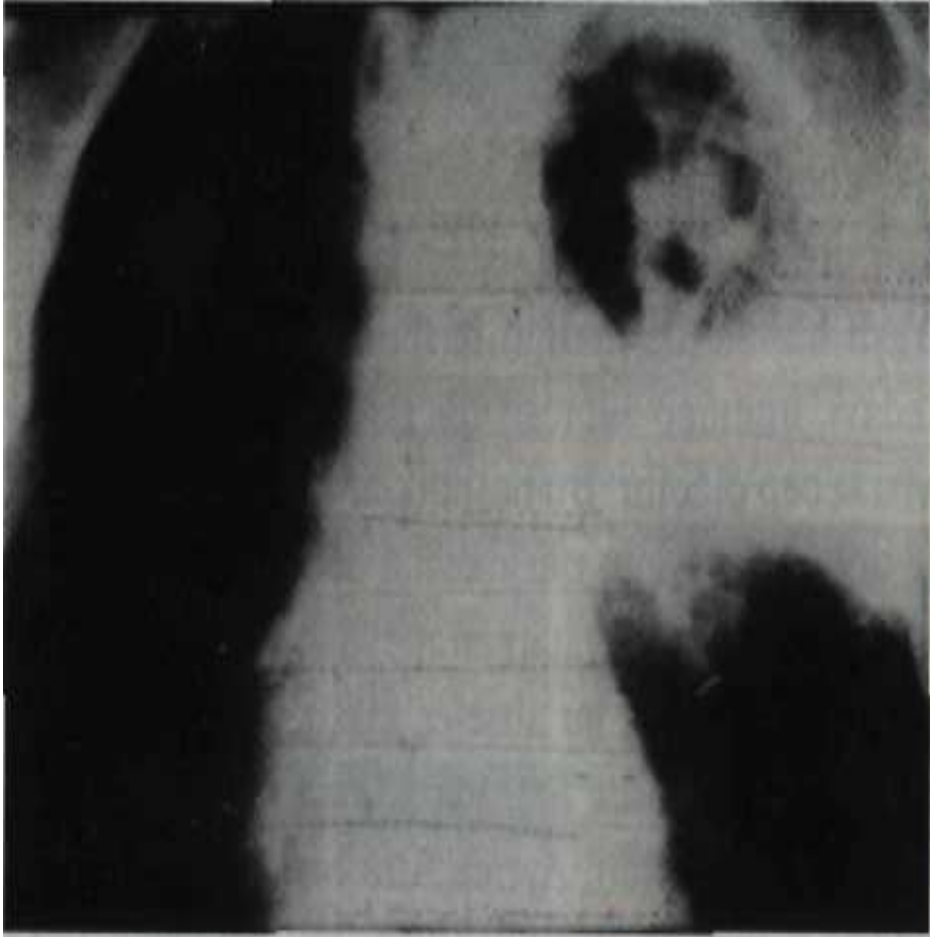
Radiographic and CT findings of pulmonary infarction.
